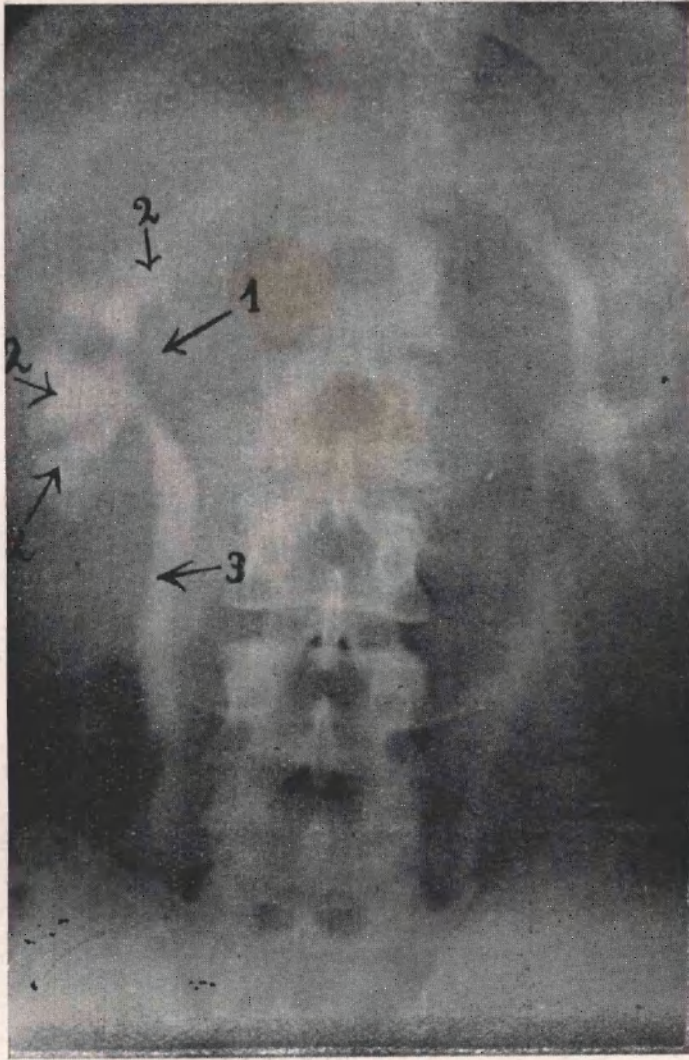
Radiografía con Perabrodil 30'. — Se observa una dilatación pielocalícial 2) y ureteral 3). — En 1) zona de compresión que permite sospechar la presencia de una formación quística.
